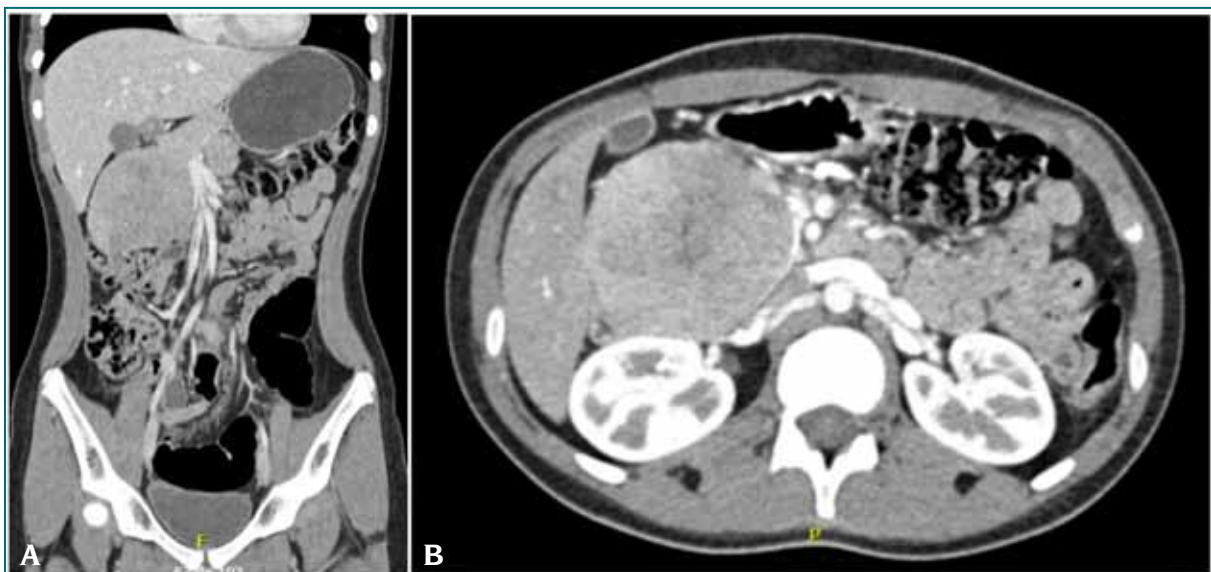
Tomografía contrastada de abdomen. A. Corte coronal a nivel del cuerpo del páncreas, mostrando una tumoración sólida encapsulada ubicada en cabeza del páncreas que genera efecto de masa con las estructuras vecinas. B. Corte axial a nivel del cuerpo del páncreas, mostrando una masa ovalada, bien definida, con patrón heterogéneo de 82 x 70 mm.
